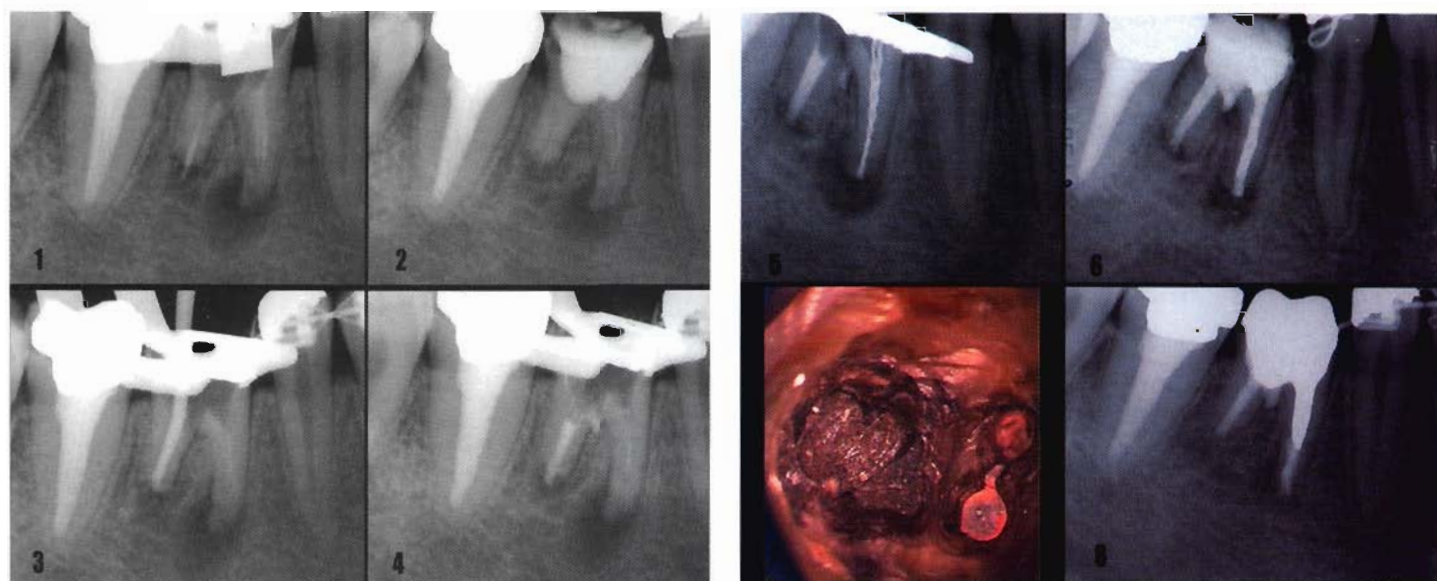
Paziente di 23 anni con un 4.6 gravemente compromesso per la contemporanea presenza di una ampia perforazione del pavimento della camera pulpare e di un grave riassorbimento infiammatorio della radice distale. Anche la radice mesiale presentava un rimuneggiamento apicale con un'ampia area radiotrasparente (1). Rimozione della vecchia otturazione canalare e medicazione con idrossido di calcio (2), prova del plugger nel canale distale (3) ed otturazione completa in MTA del canale distale (4). All'appuntamento successivo preparazione dei canali mesiali (5), ed otturazione dei canali mesiali con System B e della perforazione con MTA (6). Al terzo appuntamento controllo della presa dell'MTA nel canale distale e sul pavimento camerale (7). Il controllo radiografico a 2 anni conferma una buona rigenerazione ossea (8).
